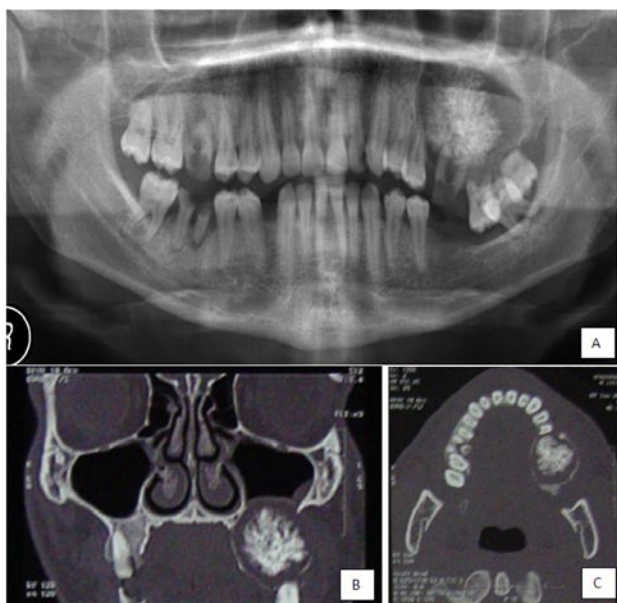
Exames complementares: (A) Radiografia panorâmica pré-operatória mostrando área mista (radiolúcida/radiopaca) no lado esquerdo da maxila. (B) Tomografia computadorizada mostrando levantamento do assoalho do seio maxilar esquerdo (corte coronal). (C) Tomografia computadorizada mostrando envolvimento dos molares e proximidade com os pré-molares esquerdos (corte axial).
